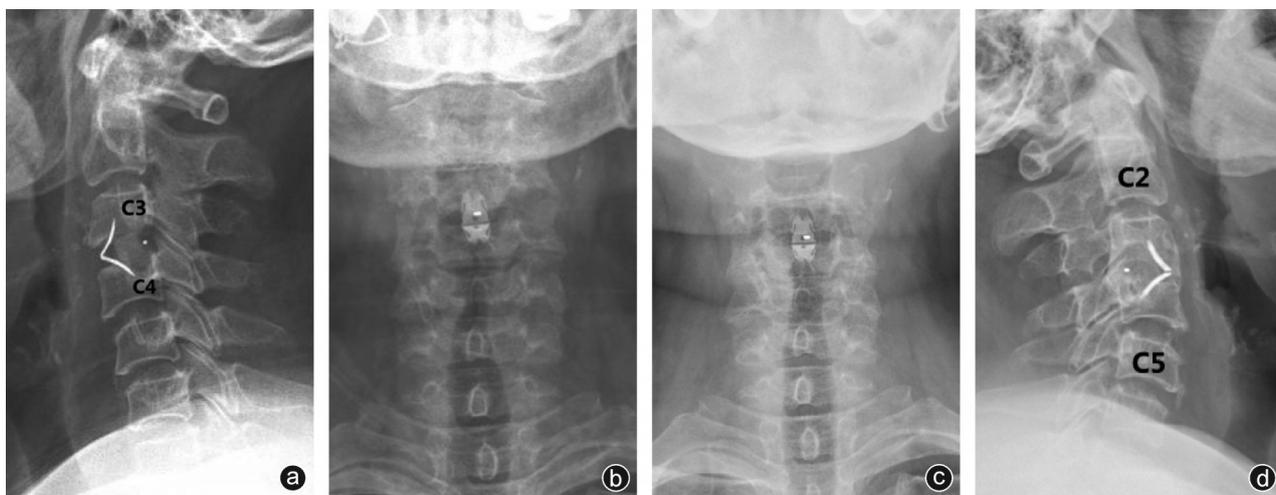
随访资料 a,b:术后1周颈椎X线片示椎间融合器位置良好;c,d:术后3年颈椎X线片示颈椎曲度良好,融入器无松动、断裂,C<sub>3/4</sub>椎间骨性融合
